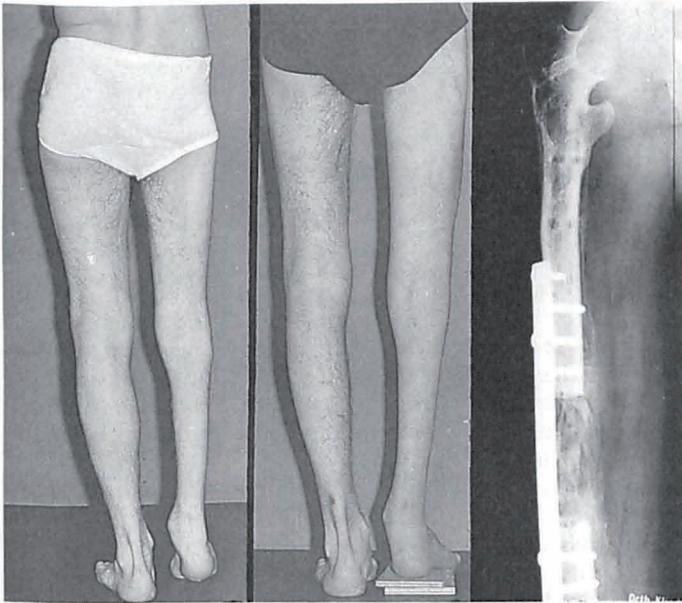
Beinlängendifferenz nach einer angeborenen Hüftverrenkung. In der Mitte mit untergelegten Brettchen zum Höhenausgleich. Rechts: Röntgenbild der Verlängerungsoperation mit liegender Platte. Der Knochendefekt ist mit spongiösen Knochen aus dem Becken überbrückt.
